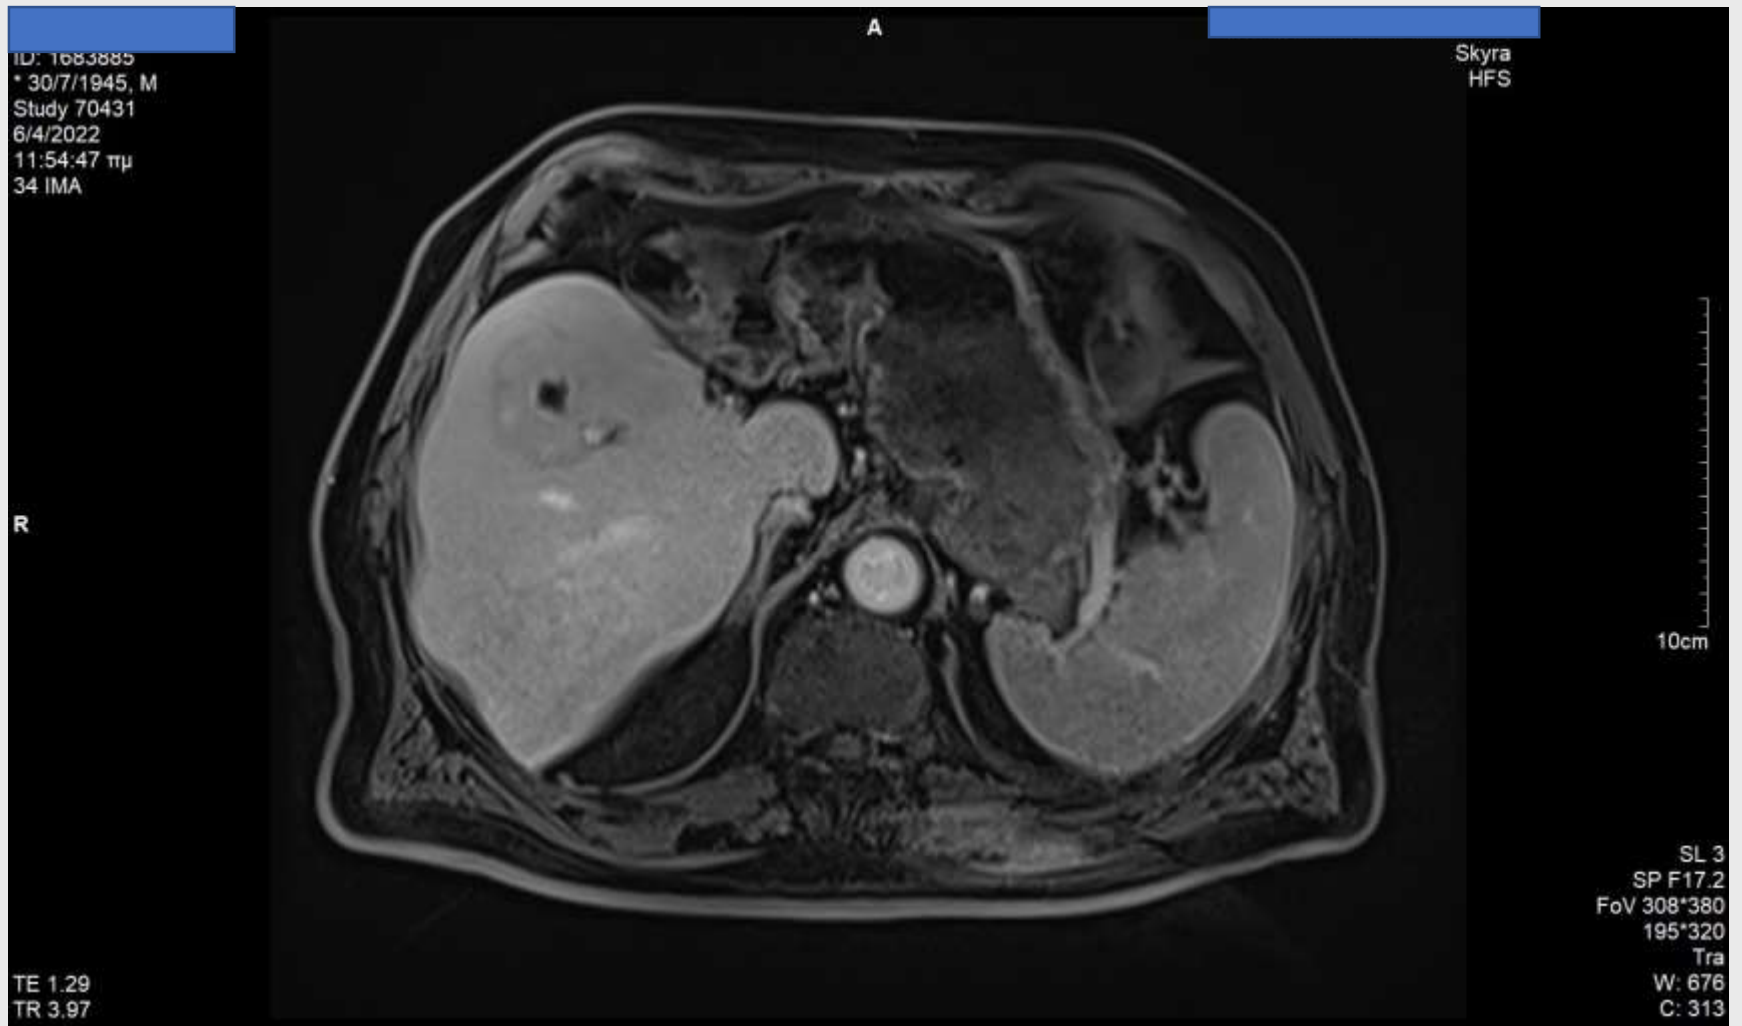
MRI Άνω Κοιλίας-Υποχώρηση Φλεγμονώδους Ψευδοόγκου
